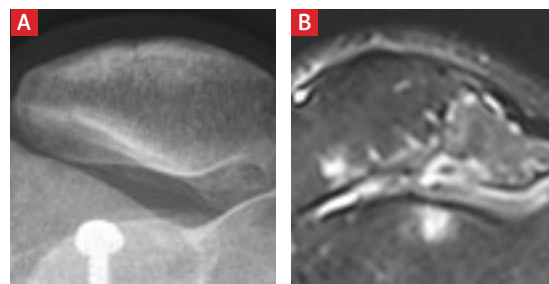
Patellofemorale Pathologie im Röntgen versus MRT. Die Patellaaufnahme in etwa 40° Knieflexion zeigt eine scheinbar zentrierte Patella ohne relevante Arthrosezeichen (A). Der axiale MRT-Schnitt der korrespondierenden Untersuchung (eingeschränkte Bildqualität bei Metallartefakten) in voller Kniestreckung zeigt hingegen eine höhergradige patellofemorale Dysplasie mit subluxierter und verkippter Patella sowie fortgeschrittener sekundärer patellofemoraler Arthrose (B).
